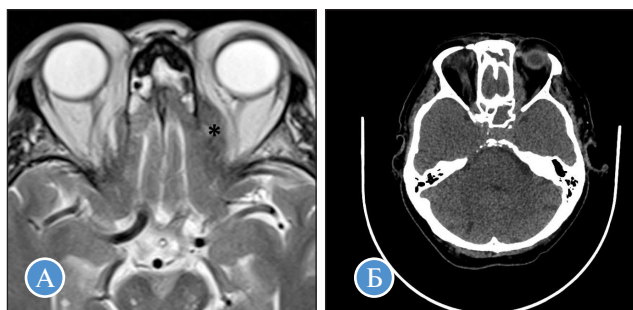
А — МРТ головного мозга и околоносовых пазух, аксиальная плоскость, T2-взвешенное изображение (ВИ); Б — КТ орбит, аксиальная плоскость, мягкотканое электронное окно
